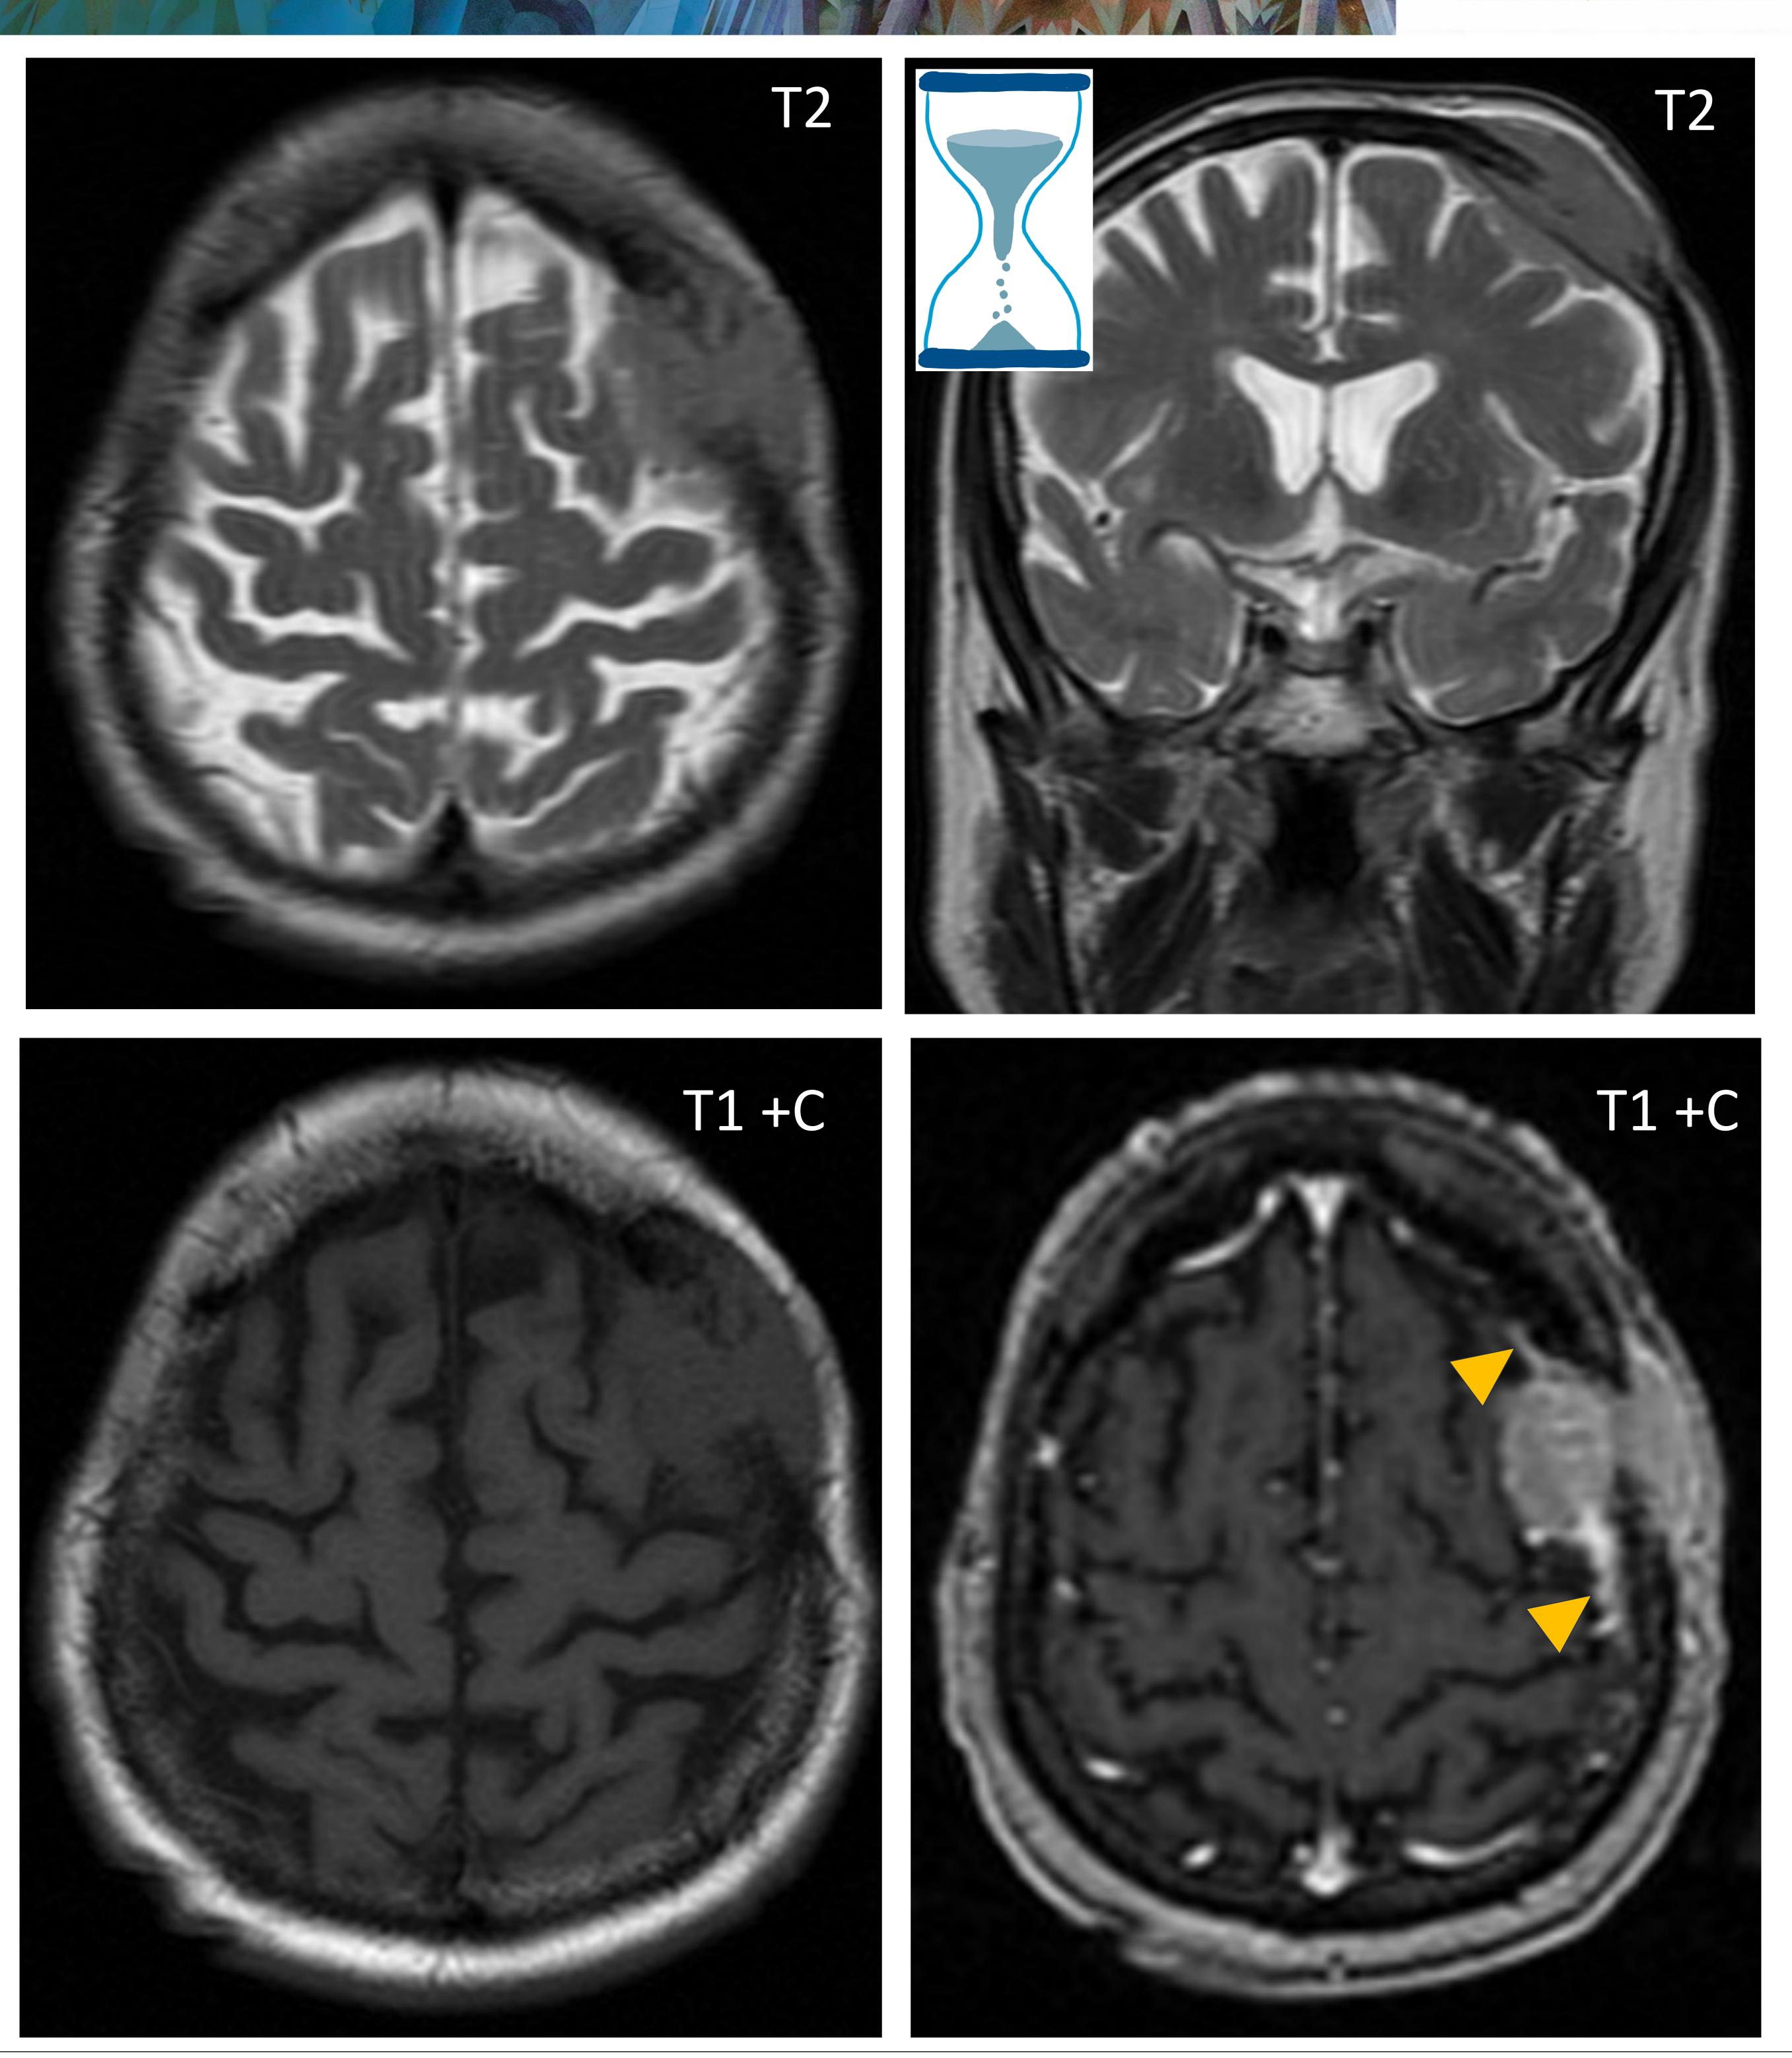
RM craneal de meningioma intradiploico frontoparietal izquierdo. Morfología en reloj de arena con extensión intra y extracraneal. Obsérvese engrosamiento e hiperrealce de la duramadre (punta flecha).
